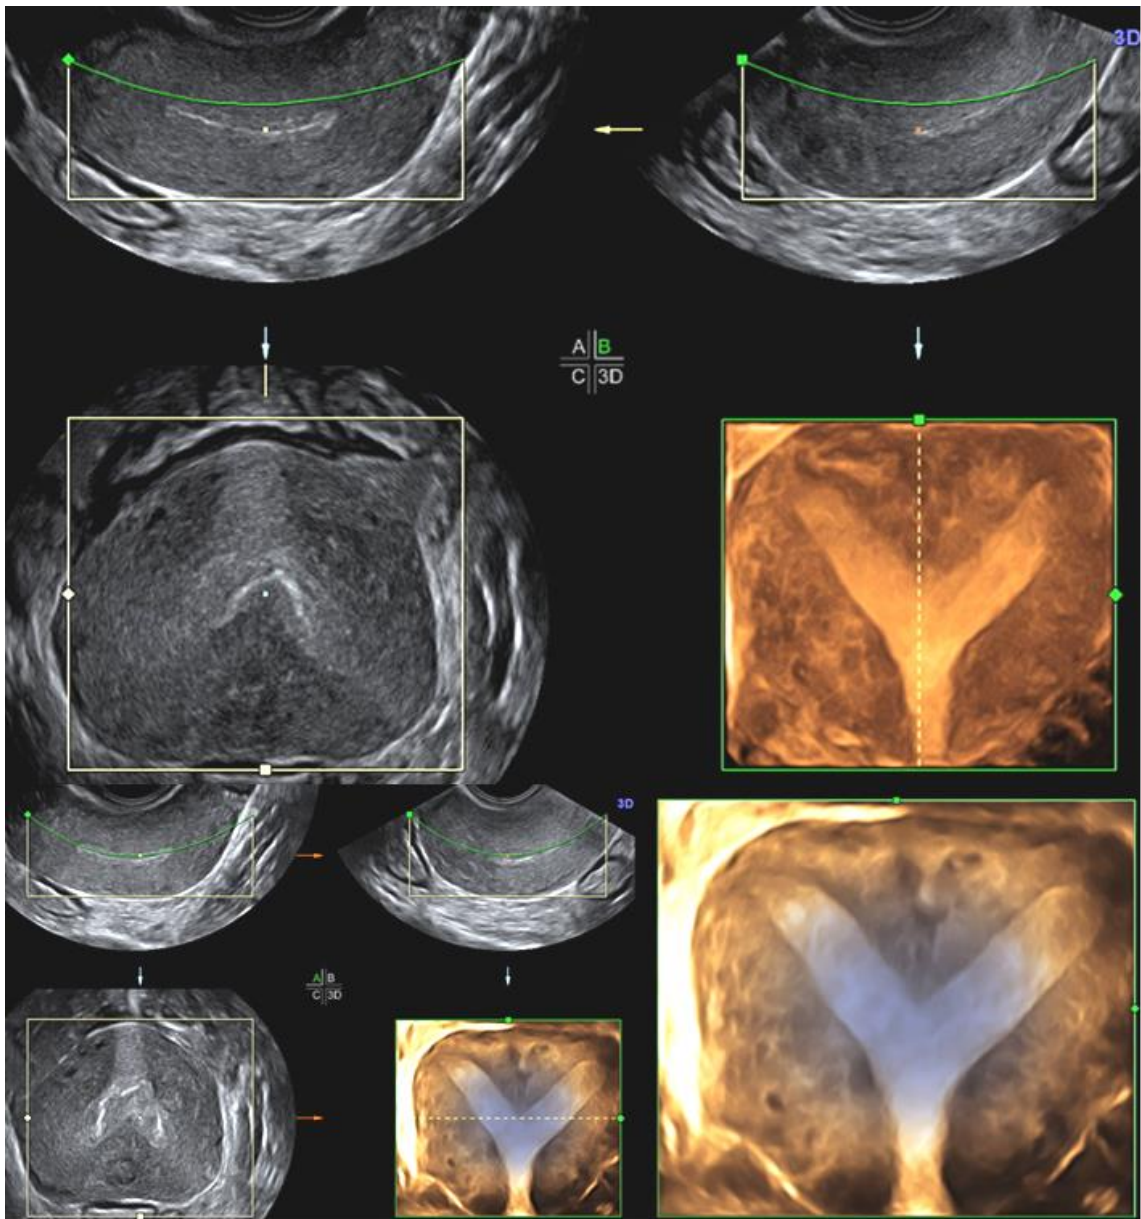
Septo parcial. Ecografía 3D e imagen HDLive.
